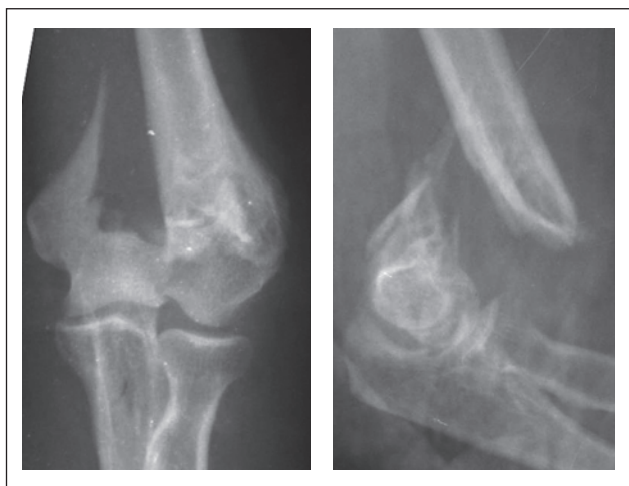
Пацієнтка М. Рентгенограми при госпіталізації
